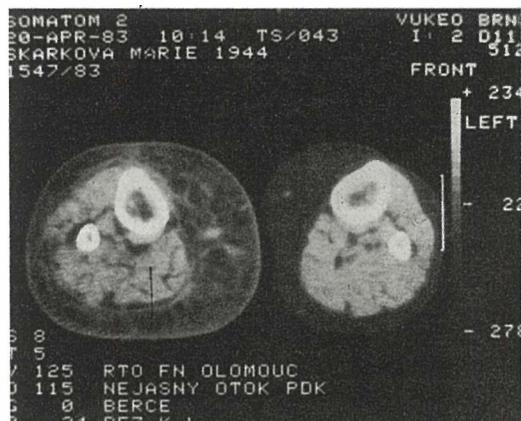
Computed tomography of the extremities. Lymphedema of the right leg. The right leg: dermal thickening, enlargement of subcutaneous tissue due to swelling with marked fibrosis ("honey-comb" structure), the muscle layer homogenous, its outline well identified and clear. The left leg: normal finding
